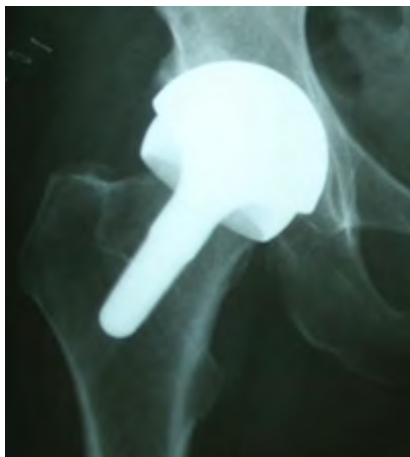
Radiographie d'une prothèse BMHR(1)
